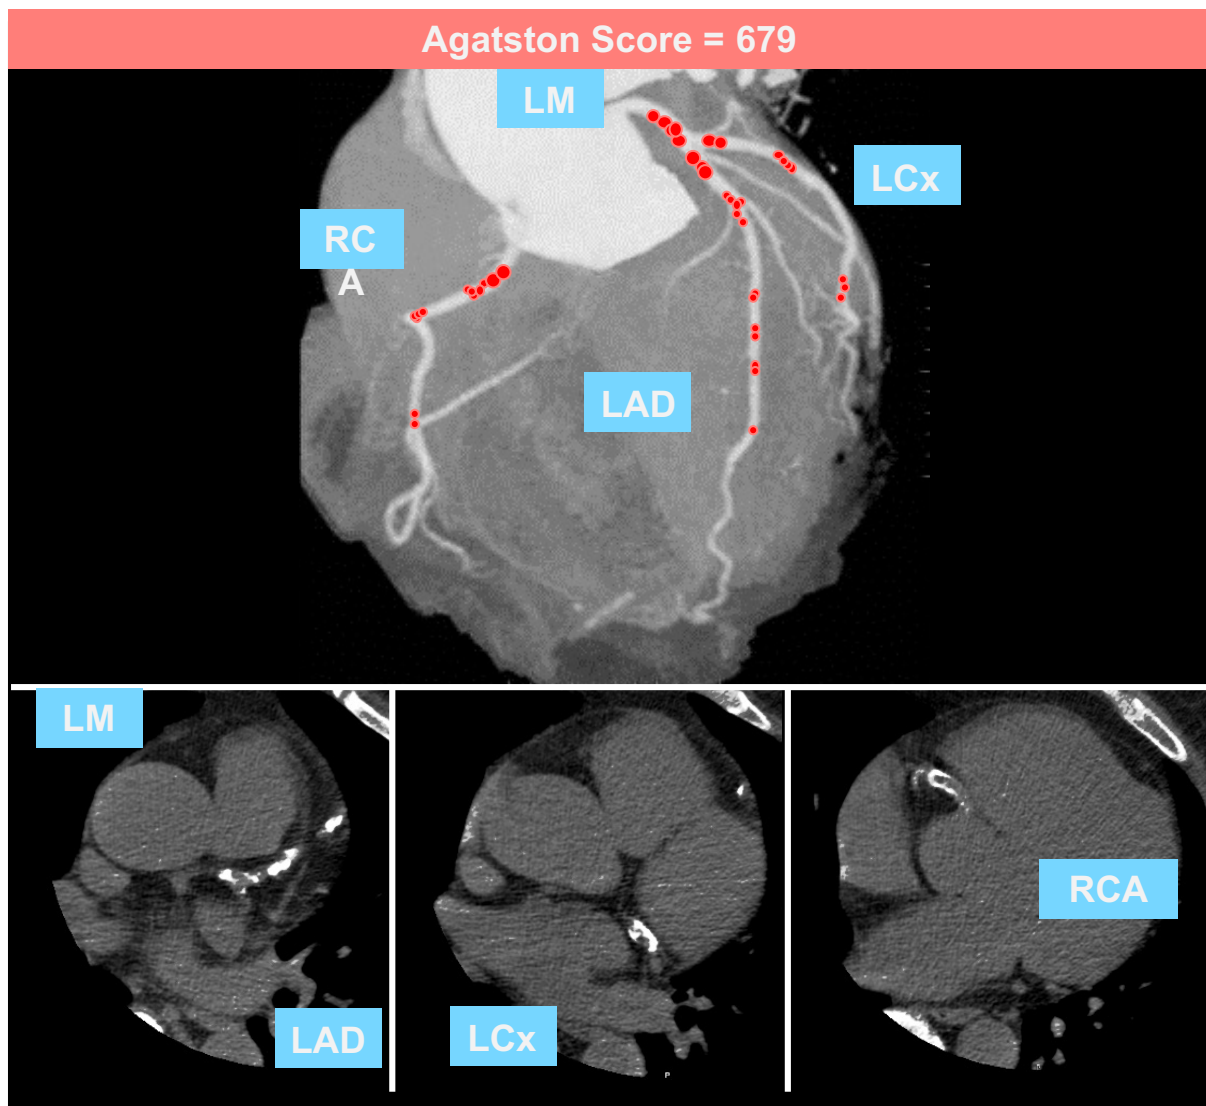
Angepasst von CAC-DRS: Coronary Artery Calcium Data and Reporting System. An expert consensus document of the Society of Cardiovascular Computed Tomography (SCCT), 2018, Journal of Cardiovascular Computed Tomography (15) Agatston-Score-Beispiel. CAC=coronary artery calcium; LAD=left anterior descending; LCx=left circumflex; LM=left main; RCA=right coronary artery.
